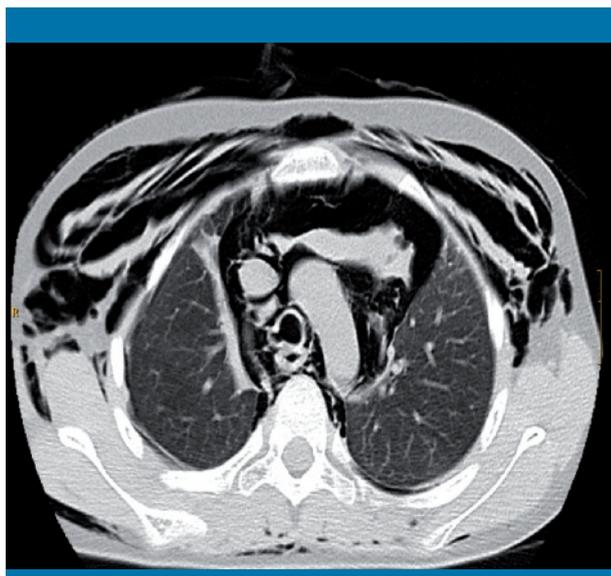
TC: enfisema cervical y torácico con neumomediastino que disecciona todos los espacios mediastínicos, introduciéndose por el hilio pulmonar izquierdo. No se aprecia neumotórax
